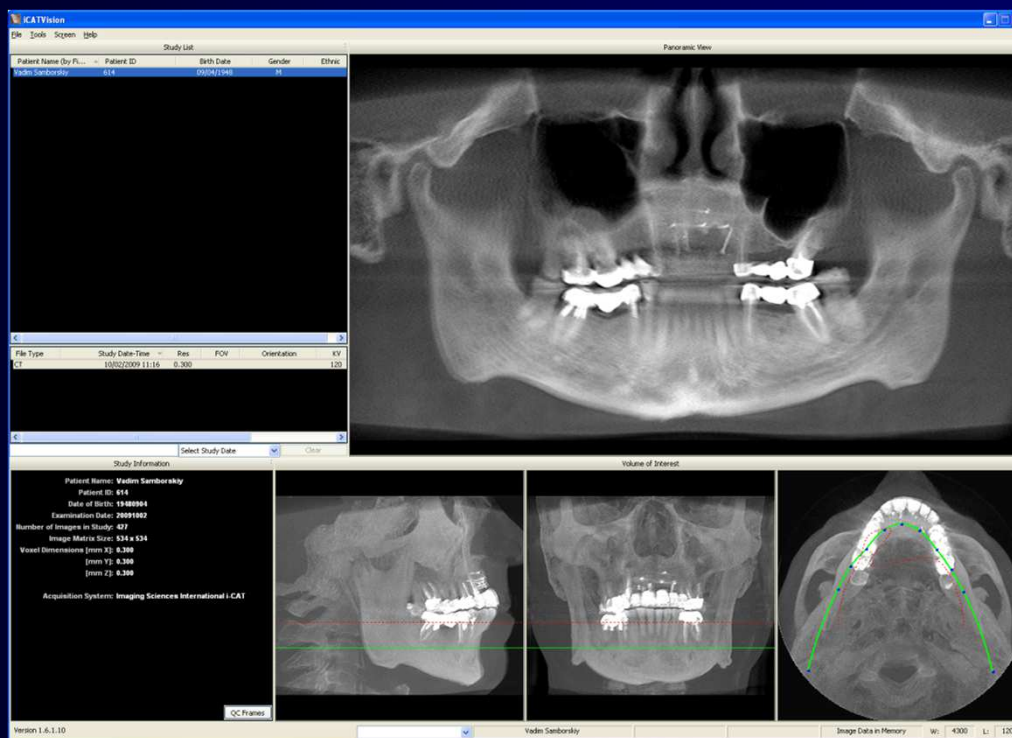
Томограмма челюсти пациента
